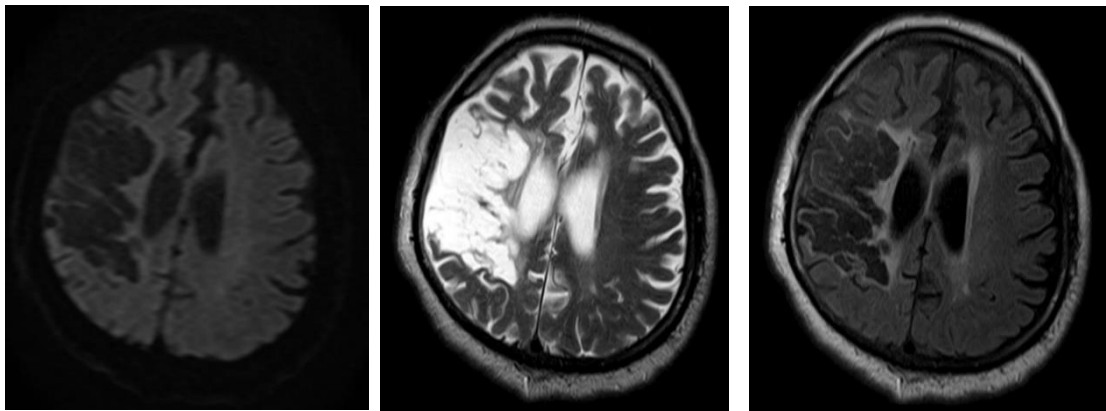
Рисунок А.4. МРТ головного мозга пациента. DWI-, T2- и T2-FLAIR-режимы, аксиальный срез. В веществе правой височно-лобно-теменной области определяется обширная зона рубцово-кистозных изменений размером 74x46x61мм, к ней подтянут правый боковой желудочек (общий объем инфаркта равен 101,6 см³ по данным DWI-режима и 207 см³ по данным T2-режима).
